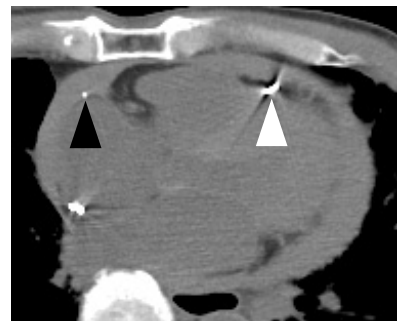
Axial view of thoracic computed tomography with atrial lead tip clearly visible through the atrial myocardium (black arrowhead) and ventricular lead tip running through the right ventricle (white arrow head)
